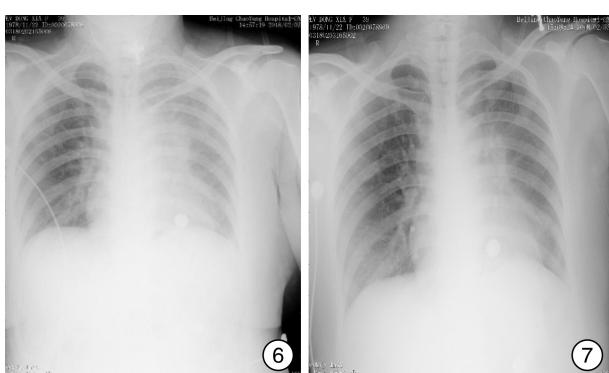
2018年2月2日床旁X线胸片 双肺纹理重、模糊;左肺大片实变影,结合病史考虑肺不张,较图5未见明显变化; 图7 2018年2月3日床旁X线胸片 双下肺炎,左肺病变较图6无明显好转。
